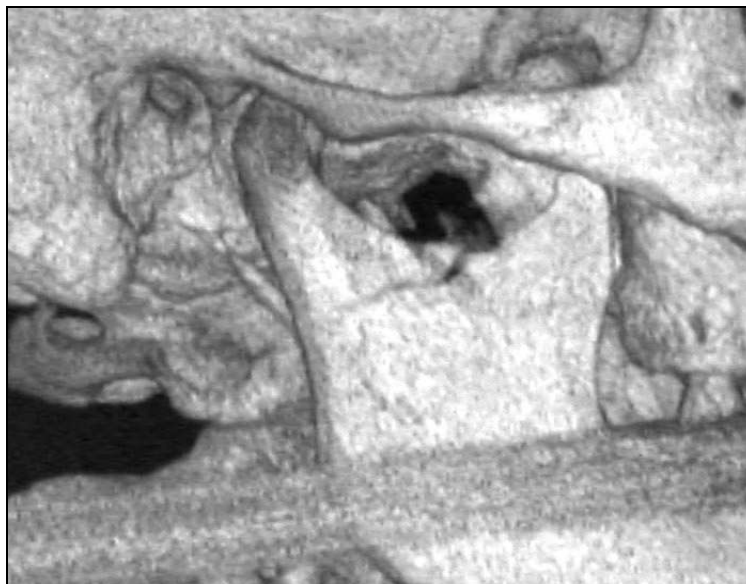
Sagittale CT Darstellung einer tiefen Collumfraktur
